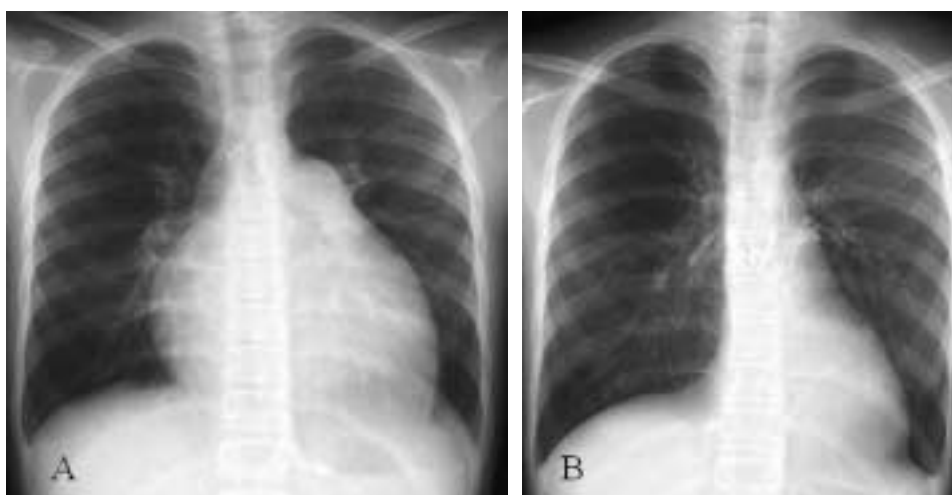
Chest X-ray of case 2 at admission and after transplantation.
